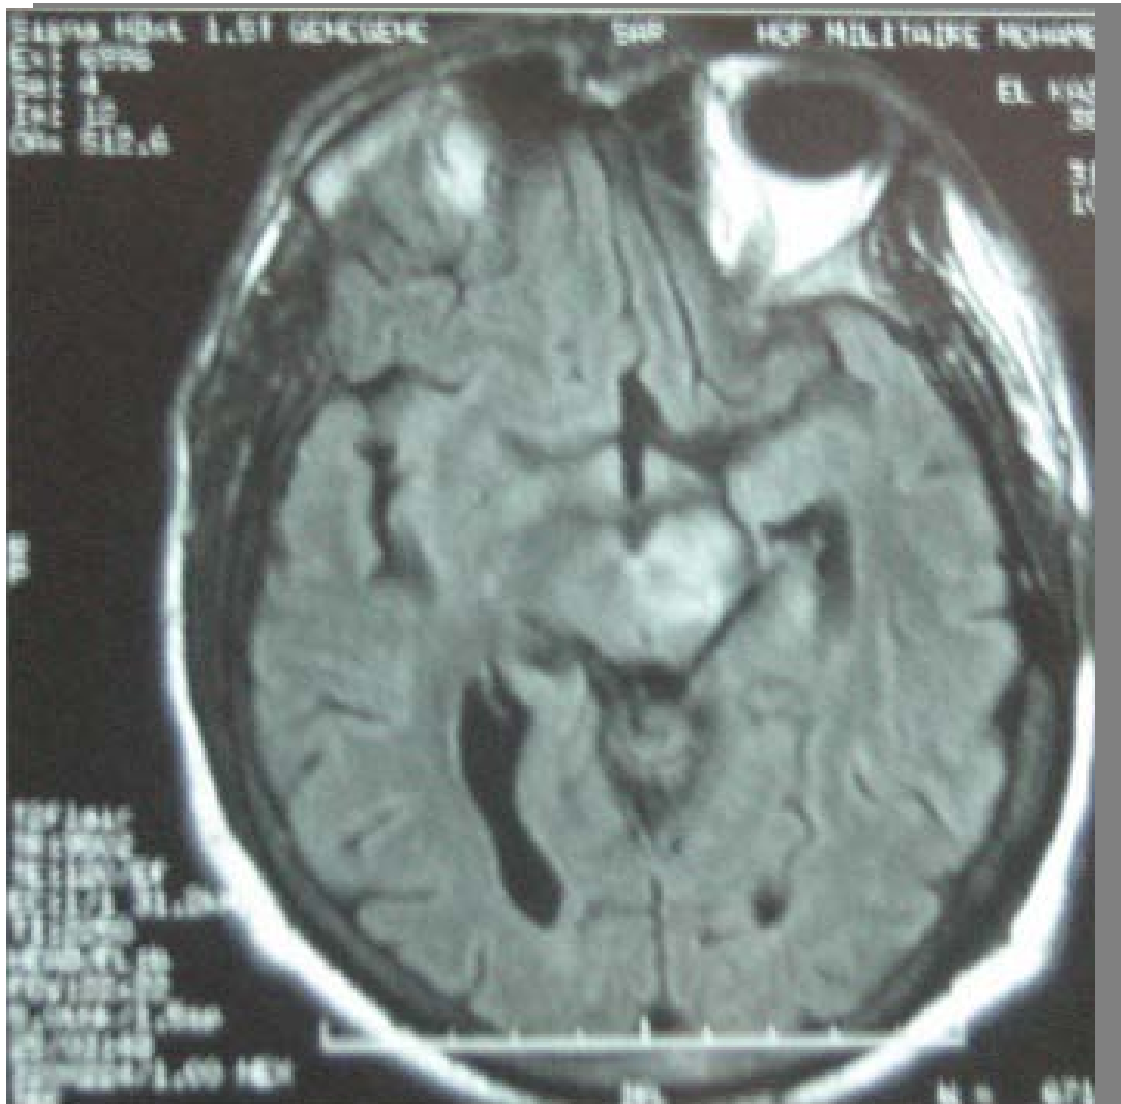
IRM cérébral en coupe coronale montrant un hypersignal thalamo-mésencéphalique en séquence pondérée T2
